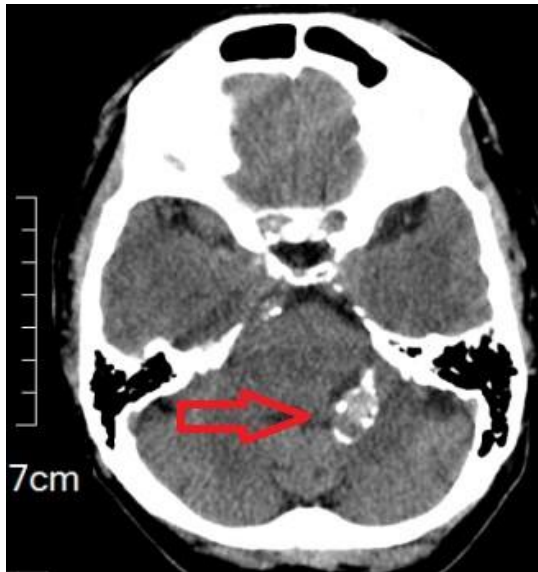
En la tomografía cerebral computarizada, corte axial en fosa posterior, se observa imagen ovoidea parcialmente definida, sugestiva de aneurisma fusiforme en la porción distal de la arteria vertebral izquierda de aproximadamente 20 x 9 mm, parcialmente trombosado y calcificado, con trombo mural en su interior.
